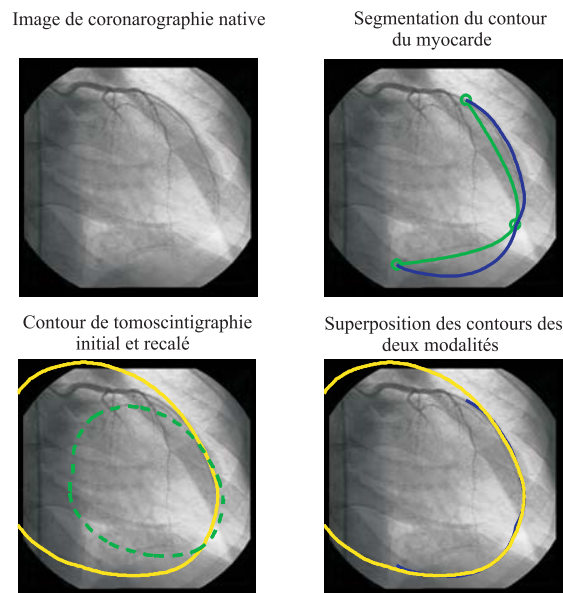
Résultats des étapes de segmentation et de recalage pour le patient 23, incidence 1. L'algorithme de segmentation a bien trouvé le contour myocardique. En ce qui concerne le recalage, la superposition des deux contours présente une projection SPECT qui dépasse les limites du myocarde et même de l'image.
